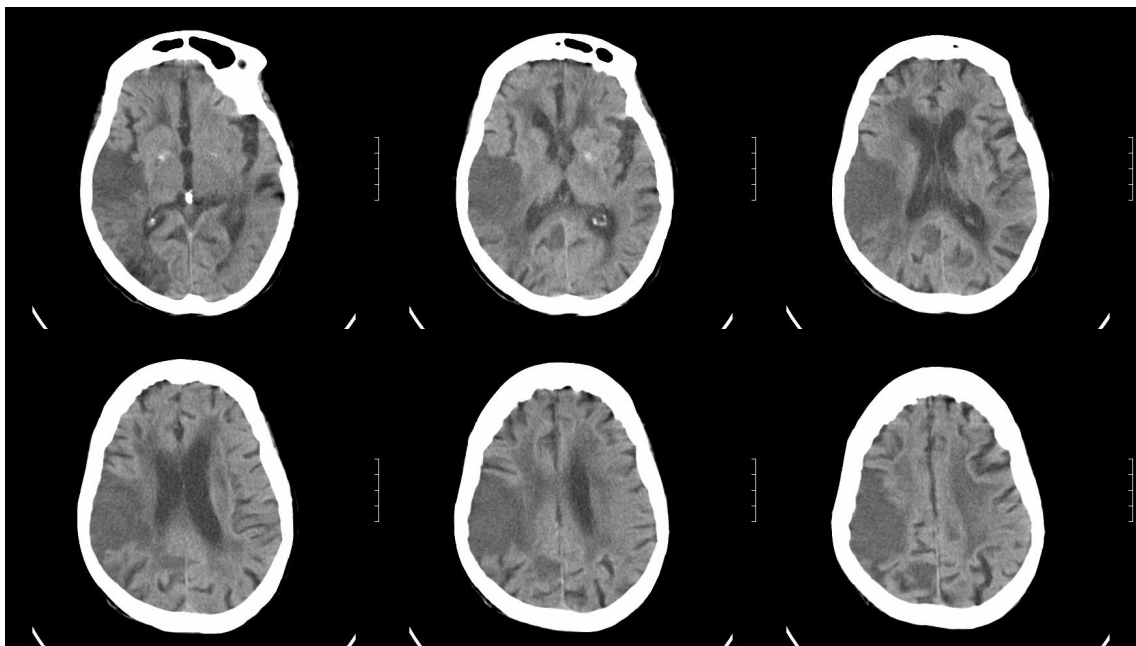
TAC-CE realizada no 4º dia de Internamento.
